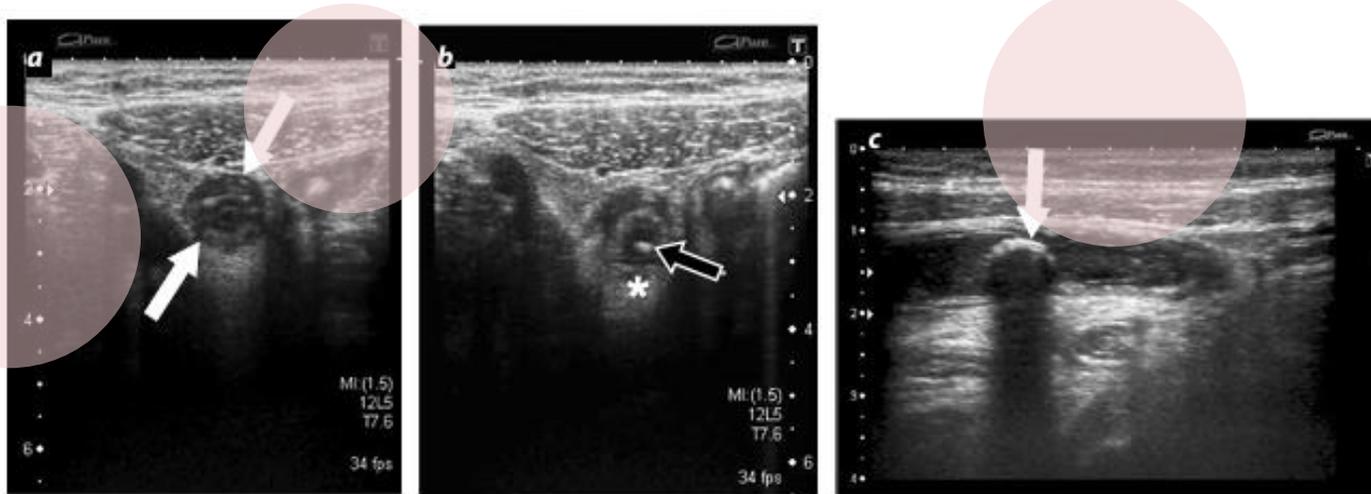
Apendicitis aguda asociada a un apendicolito. a) Imagen axial del apéndice cecal engrosada (flechas blancas), con un diámetro de 11 mm, el cual no se modifica con las maniobras de compresión en (b). Igualmente, se observa una alteración en la ecogenicidad de la grasa adyacente (*) y una imagen de fecalito, asociadas (flecha negra). c) Ultrasonido en corte longitudinal del apéndice de otro paciente, en el que se visualiza una imagen redondeada ecogénica (flecha) y una sombra acústica posterior en su interior, que representa un apendicolito.
